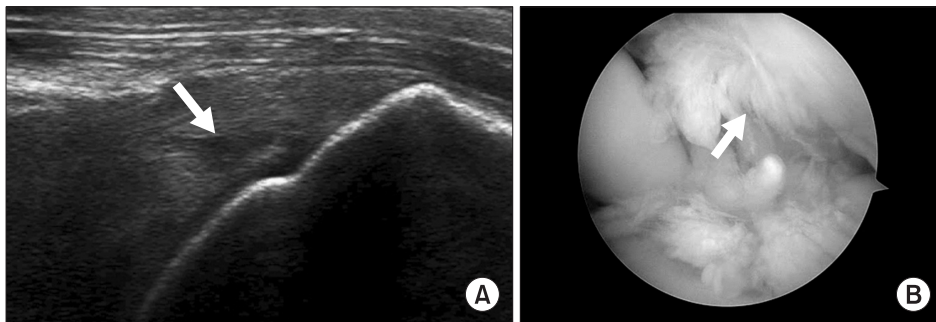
Partial thickness articular side supraspinatus tear. (A) Ultrasonography of the short axis of the supraspinatus showing the partial thickness tear with a hypoechoic defect (arrow). (B) Arthroscopic photo showing a partial thickness tear (arrow).
